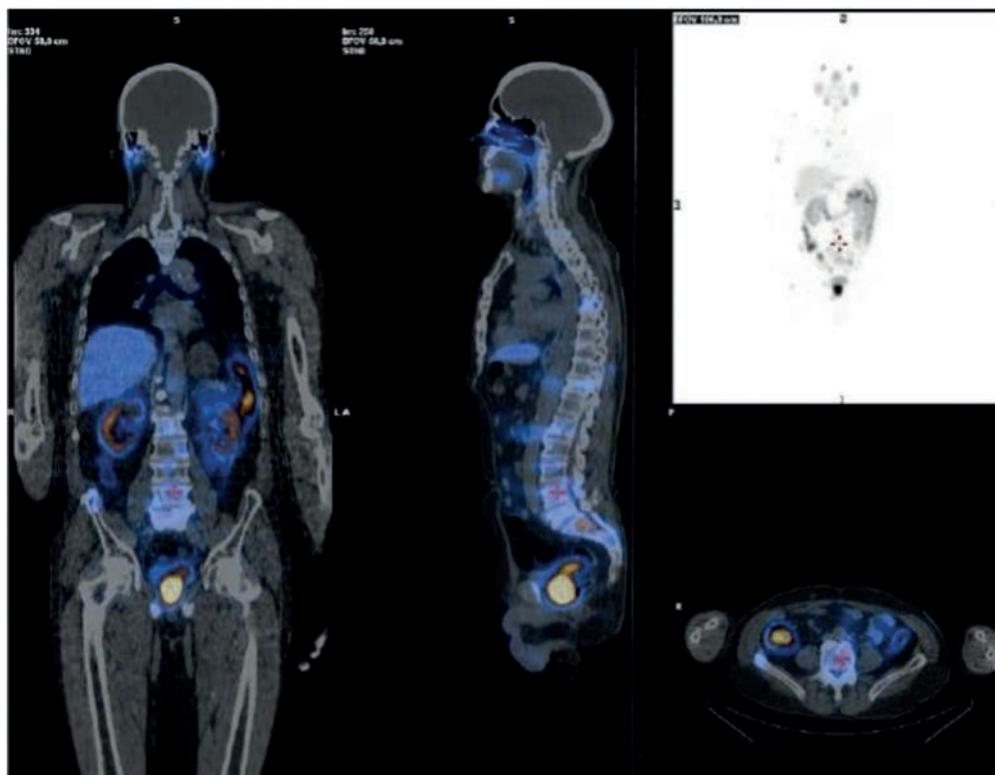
Результаты ОФЭКТ/КТ через 24 часа после третьего введения ^{177}Lu -ПСМА (7,5 ГБк). Визуализируются ранее выявленные очаги накопления ^{177}Lu -ПСМА в костной системе, предстательной железе с тенденцией значительного снижения уровня накопления в них
